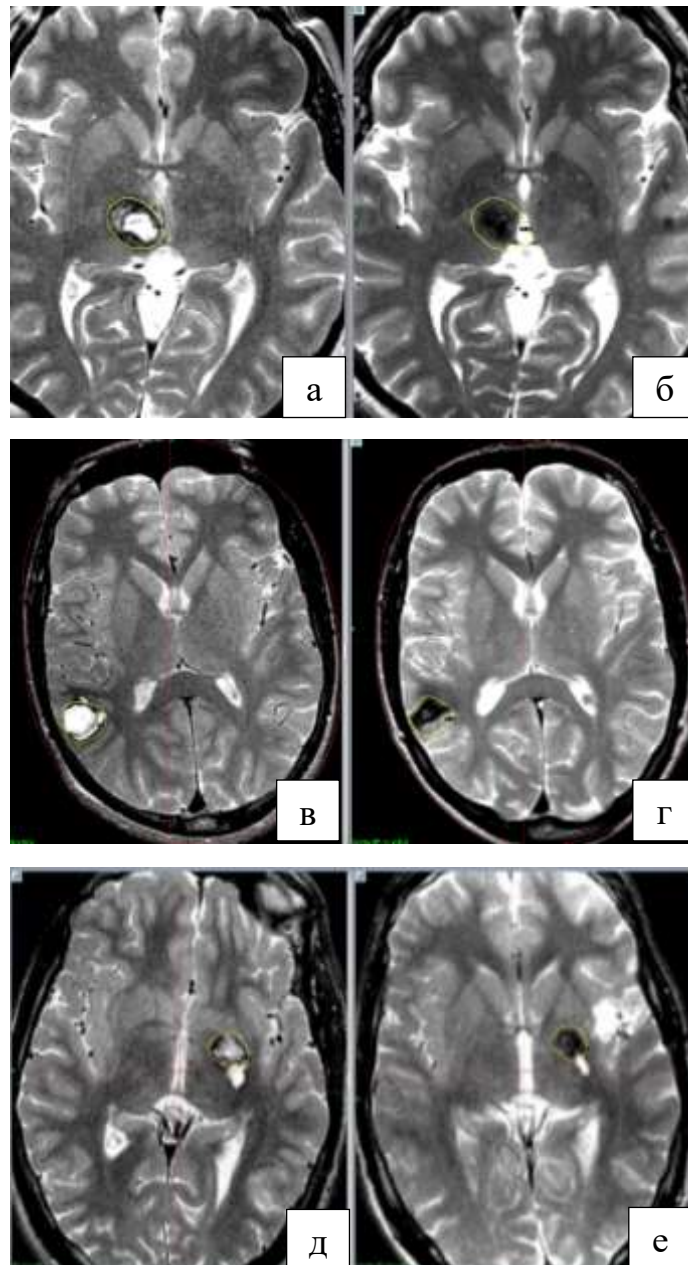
МРТ при совпадении фокуса КМ и кровоизлияния (верхний и средний ряд) и нахождении кровоизлияния на некотором отдалении от тела КМ (нижний ряд). Рисунки а, в, д – до начала лечения. Рисунки б, г, е – через 1 год после сеанса радиохирургии
